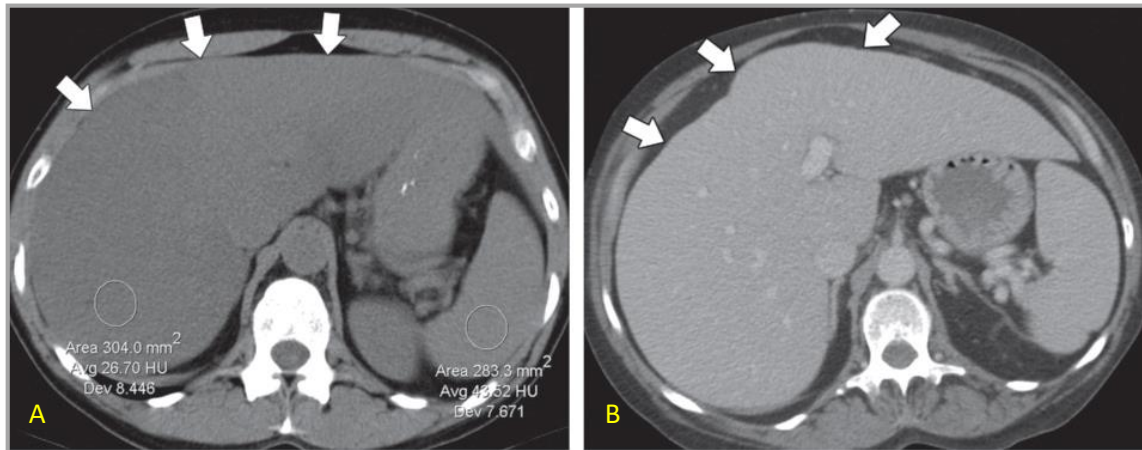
Imágenes de TC axial que muestran la progresión de la EHGNA desde esteatosis a fibrosis. (A) TC sin contraste en caso de esteatosis hepática, con una atenuación menor que en bazo (26 UH y 44 UH respectivamente). (B) Imagen axial de TC con contraste obtenida en el mismo paciente 10 años después demuestra la presencia de una superficie hepática nodular, indicativo de hepatopatía crónica.
